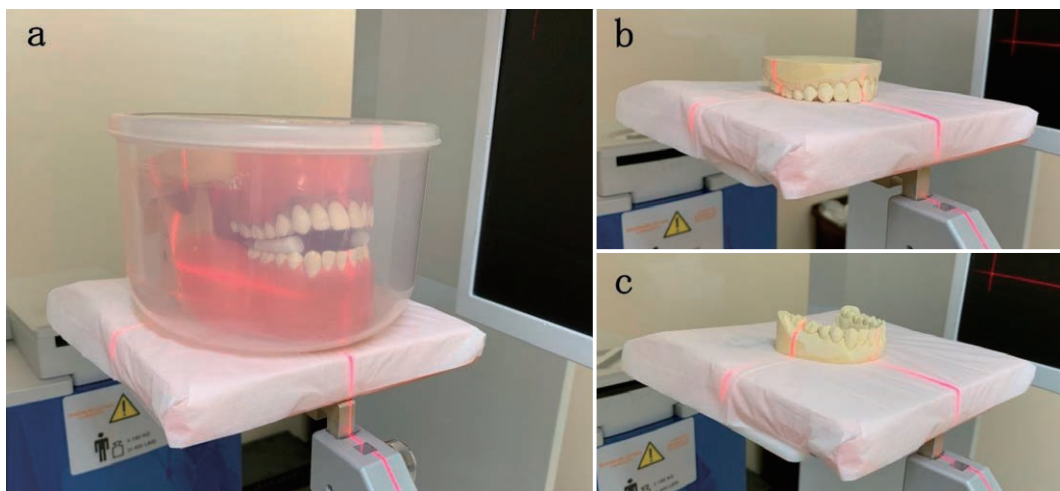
Cone-beam computed tomography scanning of Jaw models (a) and the study models (b, c).
